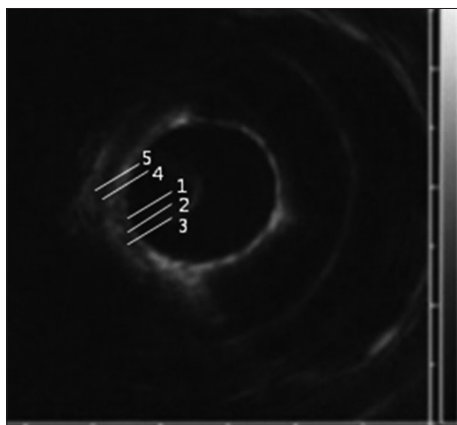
Layers of the bronchial wall by radial endobronchial ultrasound. The cartilaginous portion of the left main stem bronchus. 1st Hyperechoic layer: mucosa and balloon marginal echo, 2nd Hypoechoic layer: submucosa, 3rd Hyperechoic layer: endochondrium, 4th Hypoechoic layer: cartilage, 5th Hyperechoic layer: perichondrium.
